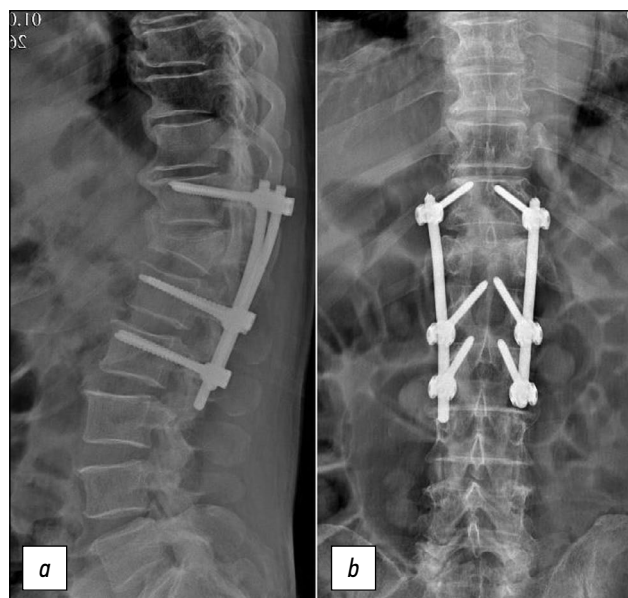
Рентгенограммы позвоночника больного Е., 71 год, прямая (а) и боковая (b) проекции.
